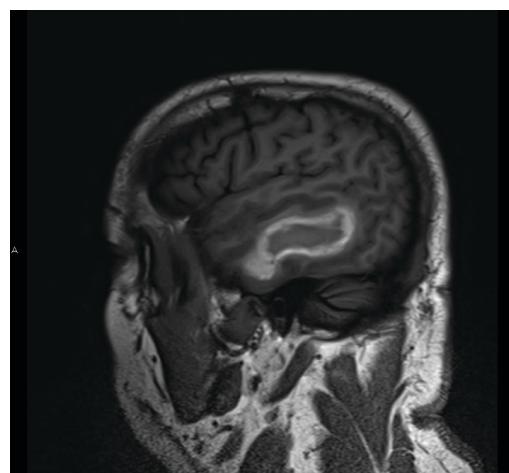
Sagittal view of the T1-weighted MRI . The area of hyperintensity, or bright area, shows the location and size of the temporal lobe hemorrhage.
